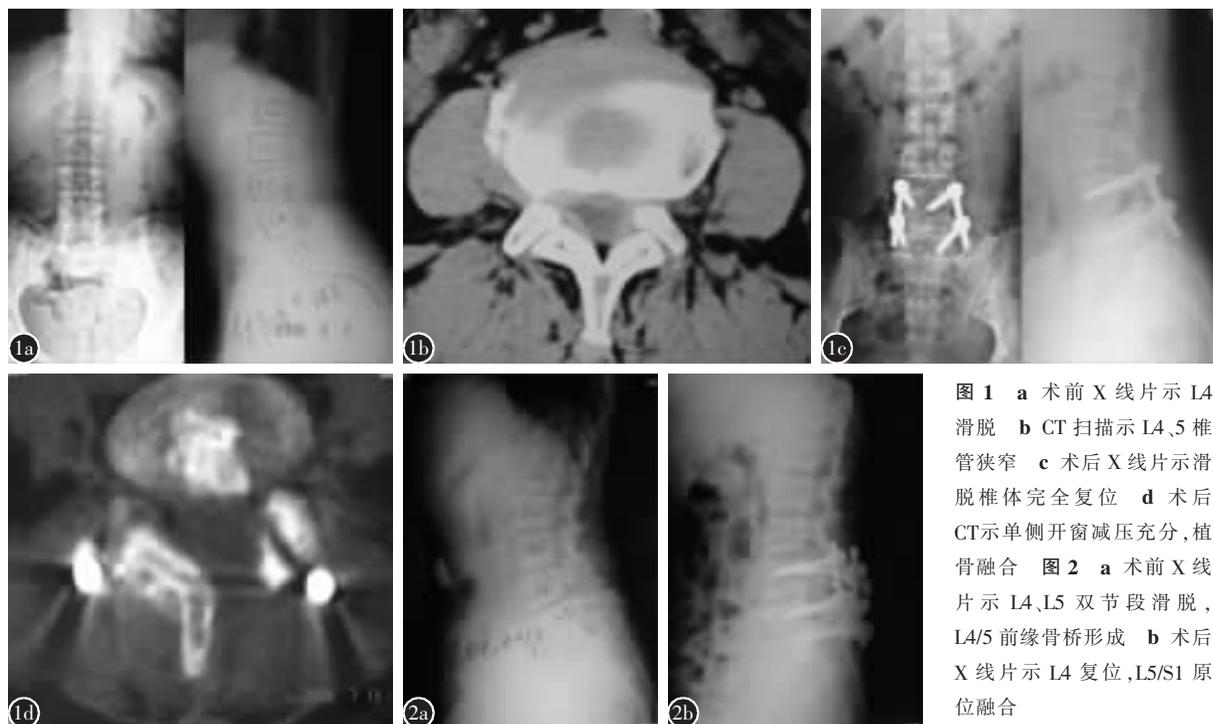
a 术前 X 线片示 L4 滑脱 b CT 扫描示 L4、5 椎管狭窄 c 术后 X 线片示滑脱椎体完全复位 d 术后 CT 示单侧开窗减压充分, 植骨融合 图 2 a 术前 X 线片示 L4、L5 双节段滑脱, L4/5 前缘骨桥形成 b 术后 X 线片示 L4 复位, L5/S1 原位融合
